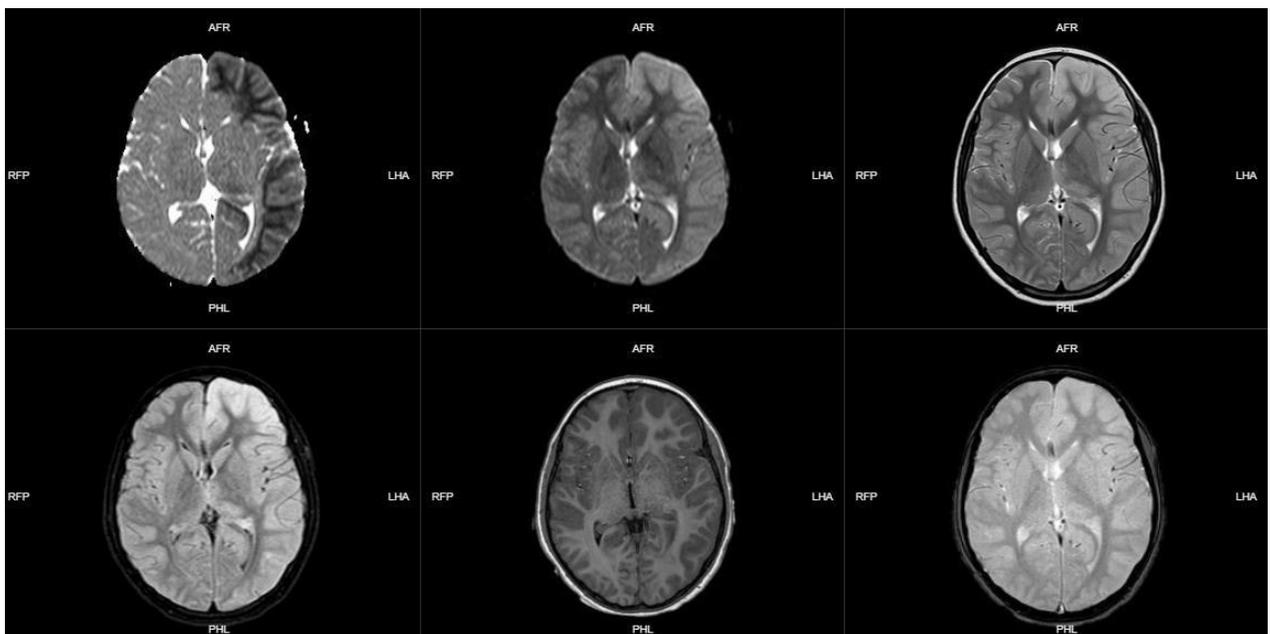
Resonancia Magnética nuclear en planos axiales y secuencias de ADC (A), DWI (B), FLAIR (C), T1 (D) y T2 (E), respectivamente. Se evidencia hiperintensidad de señal en T2/FLAIR, hipo intensidad en T1 con restricción en DWI asociado a borramiento de surcos cerebrales a nivel de la convexidad cerebral fronto–parieto–occipital y núcleo pulvinar de tálamo del lado izquierdo.
